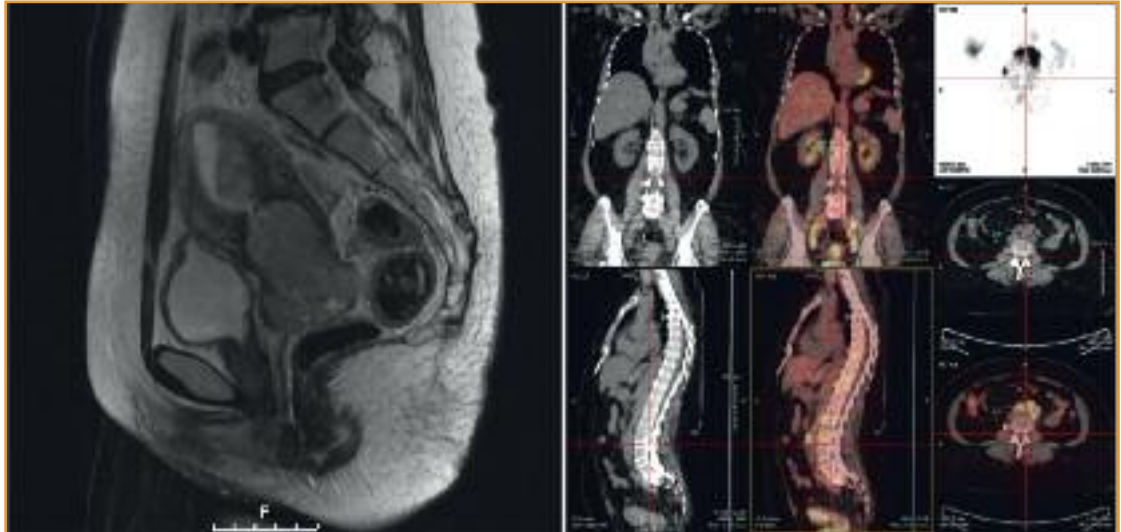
a) sagittale MRI-Darstellung eines Zervixkarzinoms mit erhaltender Fettschicht zwischen Blase und Zervix uteri sowie zum Rektum; b) PET-CT-Darstellung einer Zervixkarzinom-Patientin mit pelvinen, paraaortalen und supraclaviculären Lymphknotenmetastasen
